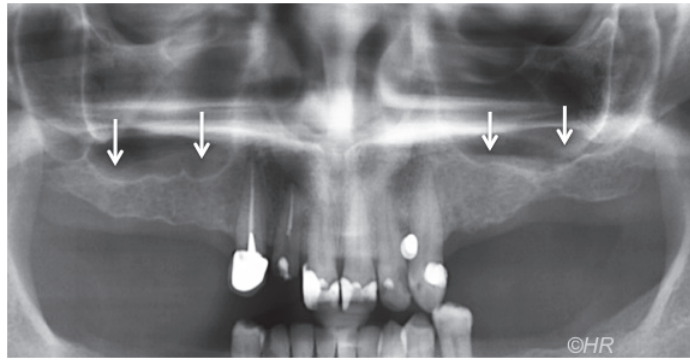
Radiographie des sinus maxillaires
